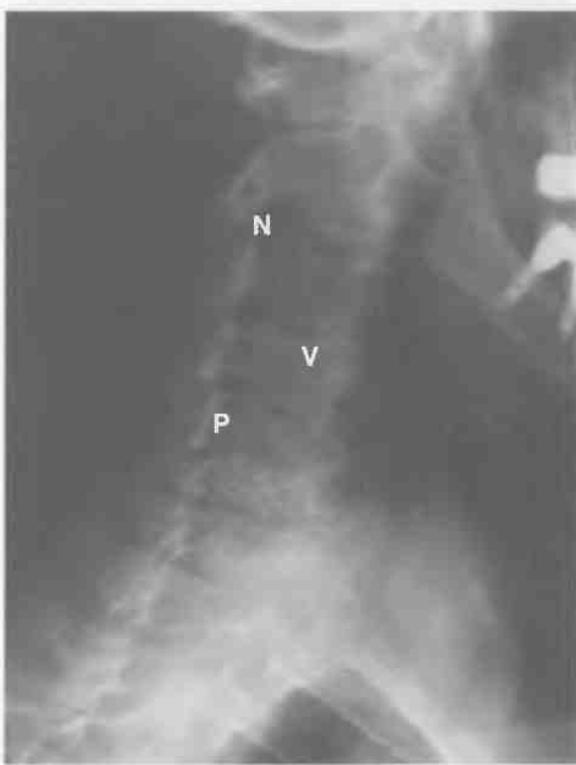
Рентгенограмма шейного отдела позвоночника в косой проекции.
